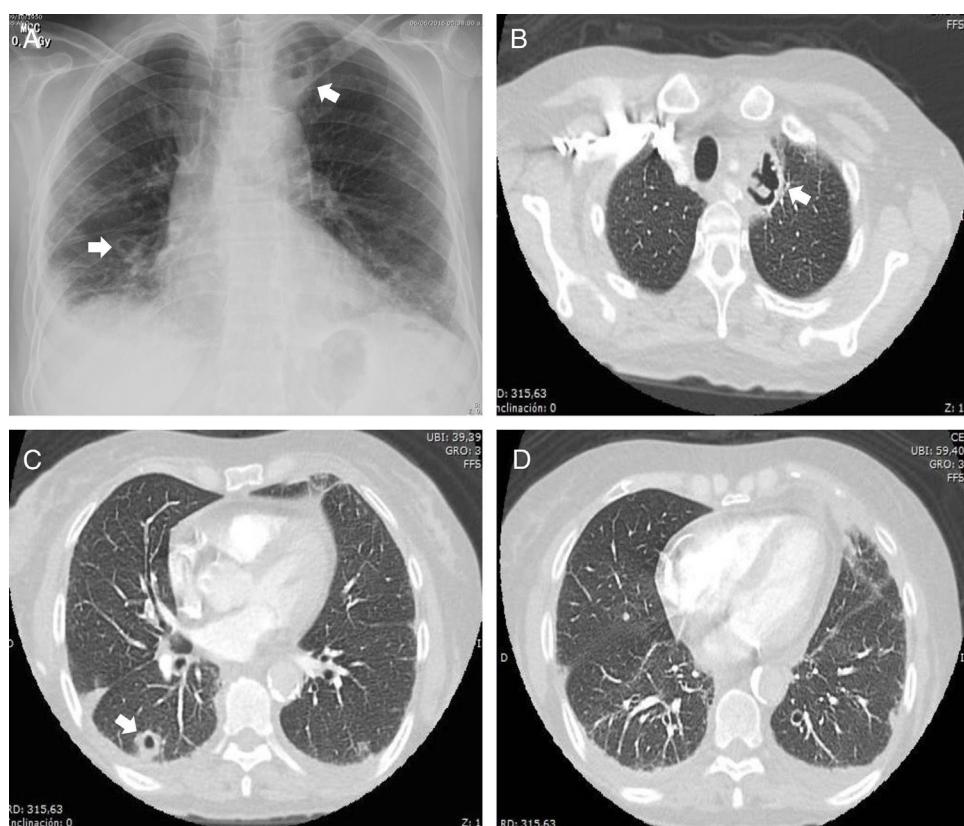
Nódulos pulmonares y compromiso pulmonar intersticial. A) Radiografía PA de tórax con cavitaciones en lóbulo superior izquierdo y lóbulo inferior derecho. B) Masa cavitada en lóbulo superior izquierdo. C) Nódulo cavitado en lóbulo inferior derecho. D) Derrame pleural izquierdo de aspecto libre.
